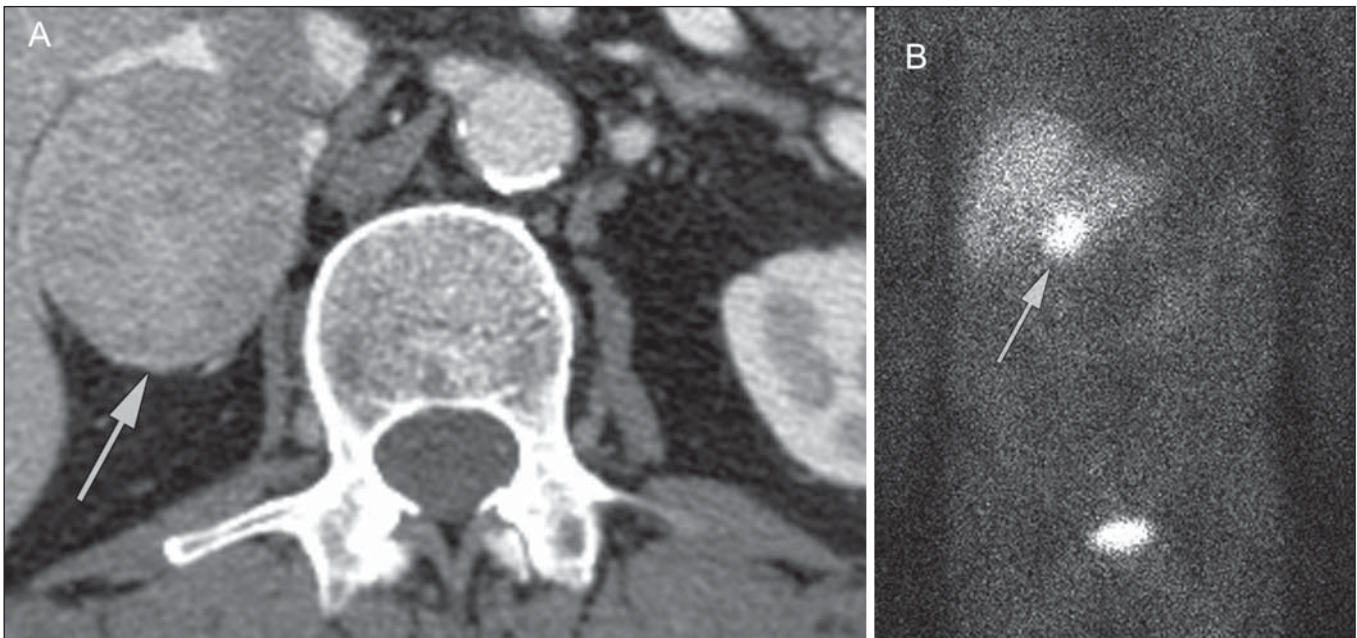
Feocromocitoma (setas). Uma imagem de TC demonstra uma lesão levemente heterogênea e que se impregna após a injeção intravenosa de contraste (A). A imagem coronal da cintilografia com MIBG mostra captação focal na mesma área (B). Notam-se a captação fisiológica do radiofármaco pelo fígado e excreção na bexiga urinária.
